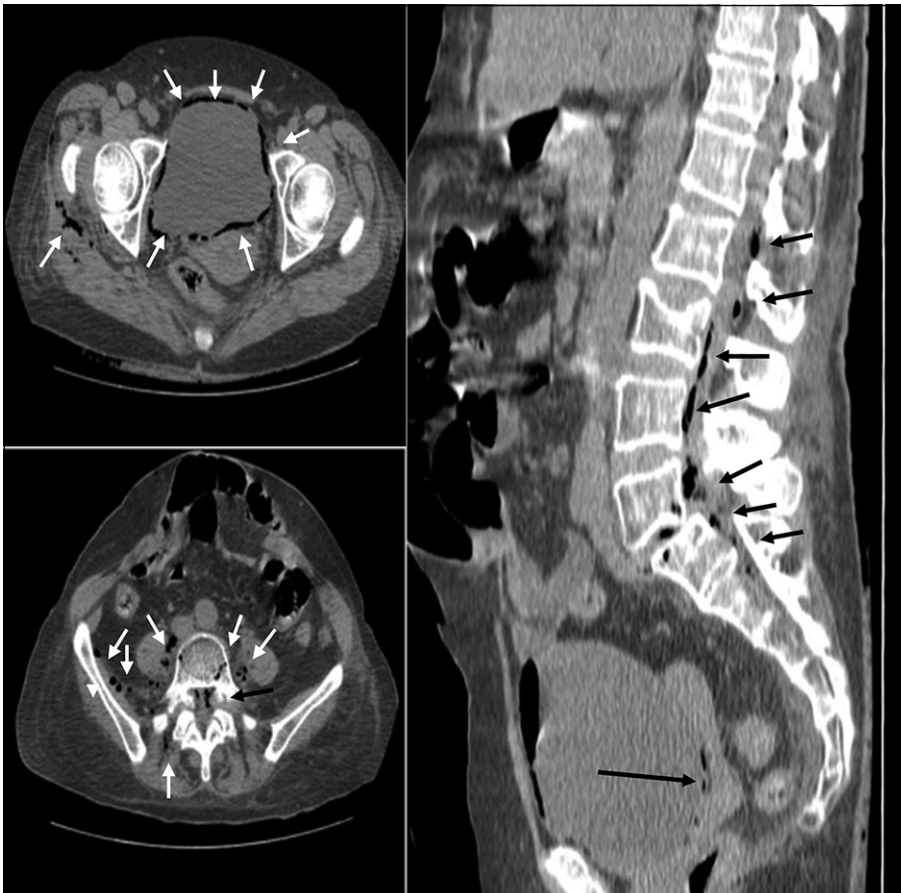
TAC de abdomen y pelvis donde se evidencia la presencia de aire en la pared vesical, retroperitoneo y pneumorraquis en varios segmentos lumbares y sacro.
